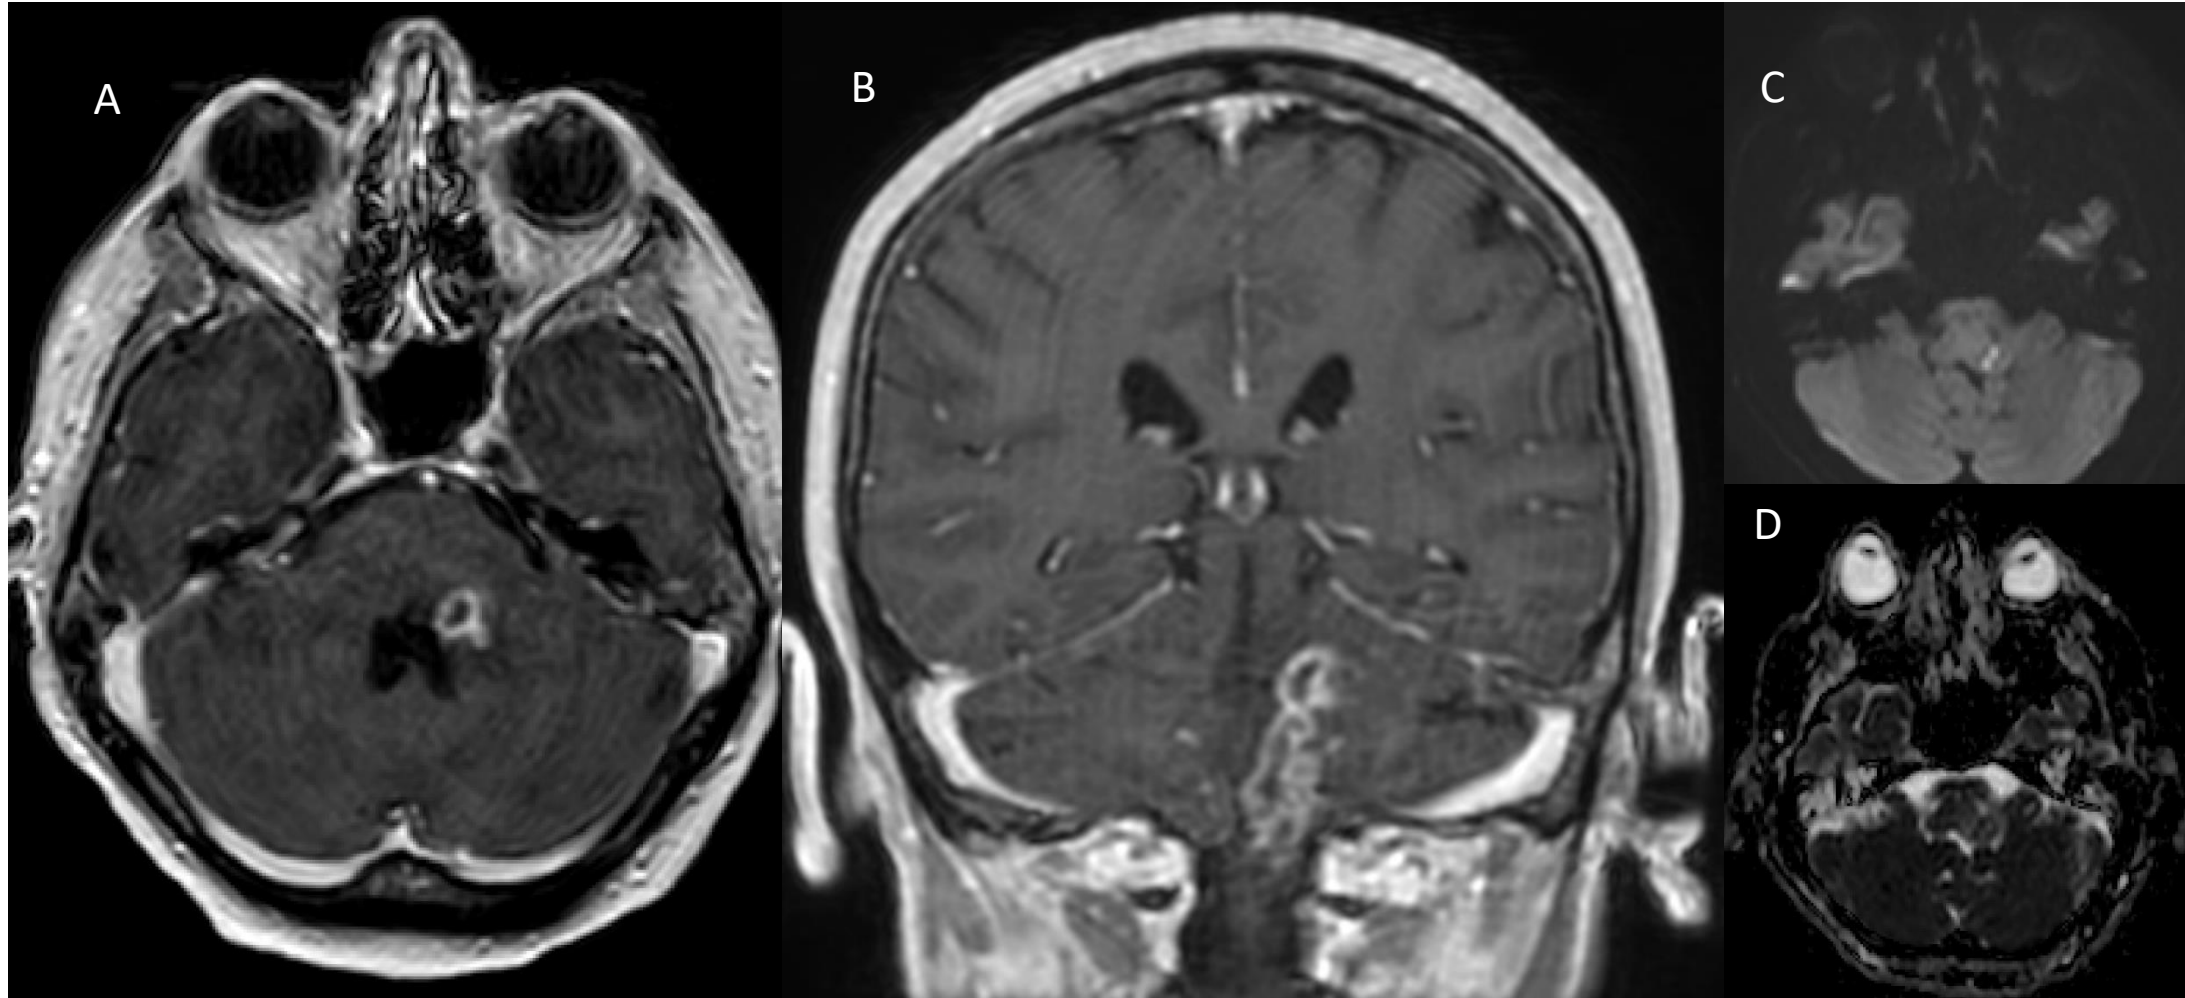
A/B: RM axial y coronal T1 post-contraste iv: Absceso a nivel del pedúnculo cerebeloso izquierdo que se extiende caudalmente hacia la unión bulbo-medular. C/D: RM DWI factor B-1000/mapa ADC: Restricción de la difusión en la región central del absceso.
